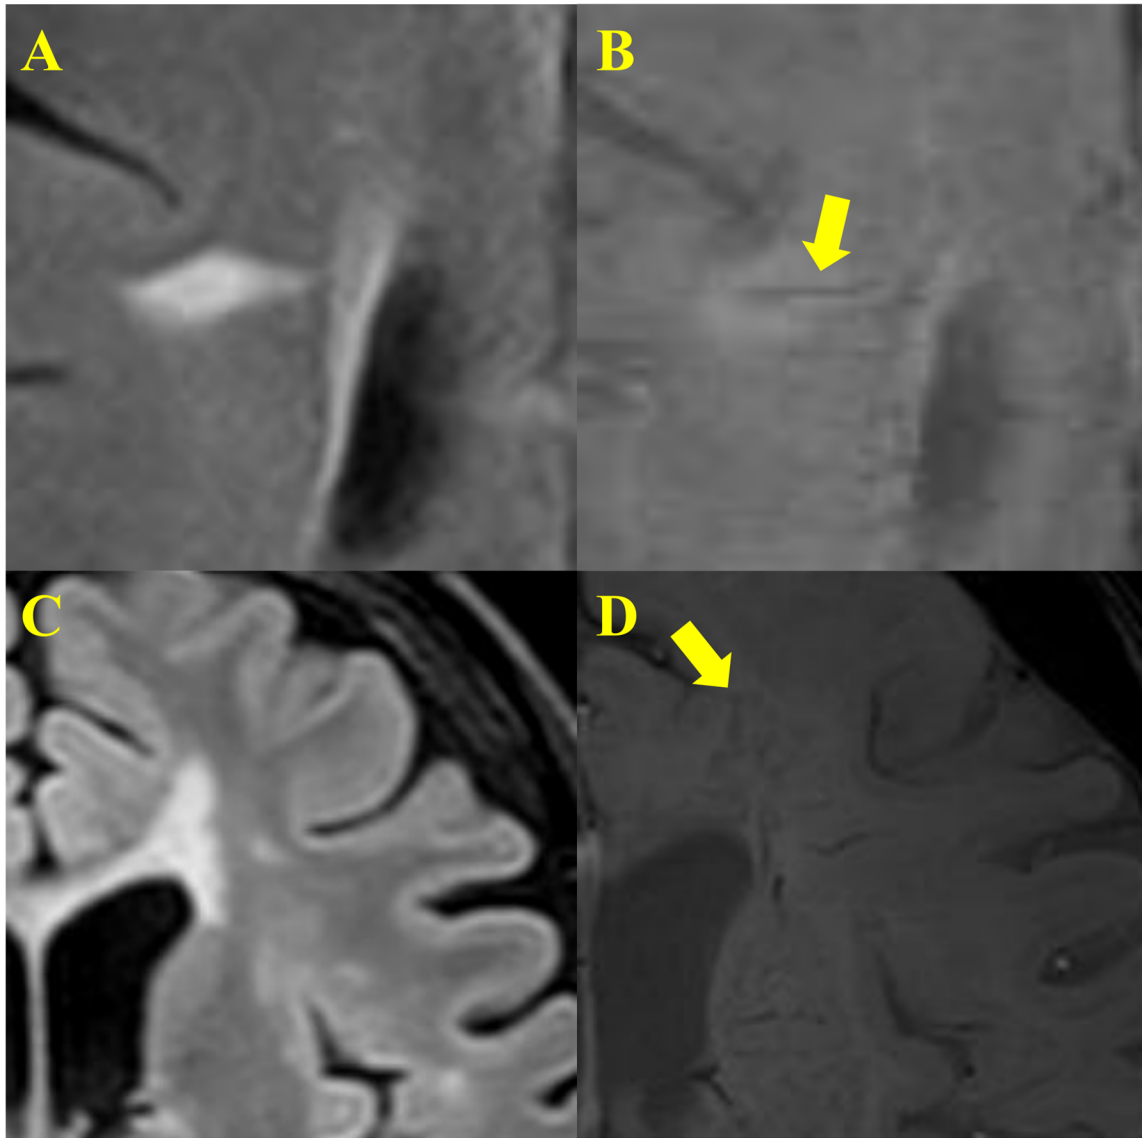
多発性硬化症に特徴的な MRI 所見（自験例）
